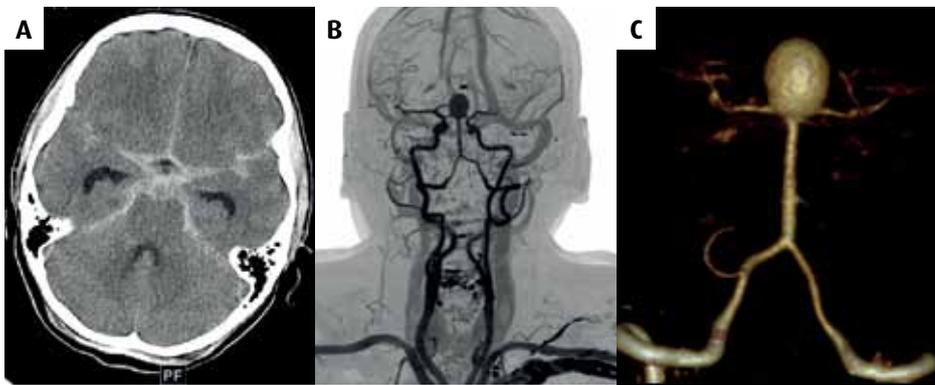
64-jährige mit massiven Kopfschmerzen und Nackensteifigkeit nach SAB. A: Das CT zeigt das weiß dargestellte Blut in den Hirnwasserräumen (SAB); B-C: 3-dimensionale Darstellungen der Gehirn- und Halsarterien und des Aneurysmas mit einem Flash-CT.
